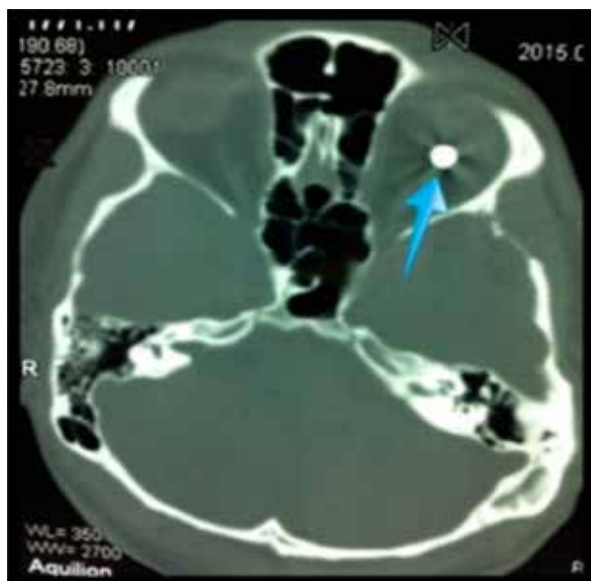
Компьютерная томограмма черепа
